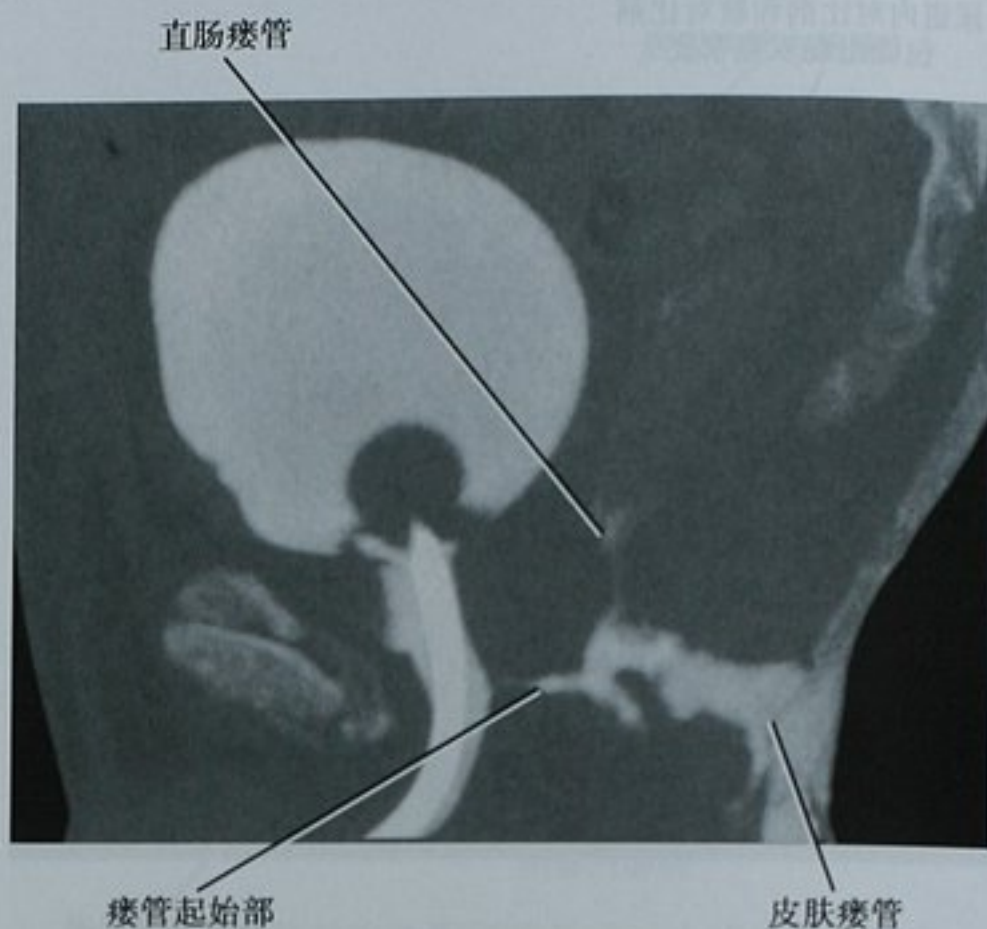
尿道前列腺部外伤数星期后 CT 膀胱造影矢状位最大密度投影图像显示一个尿道和皮肤及直肠沟通的瘘管
